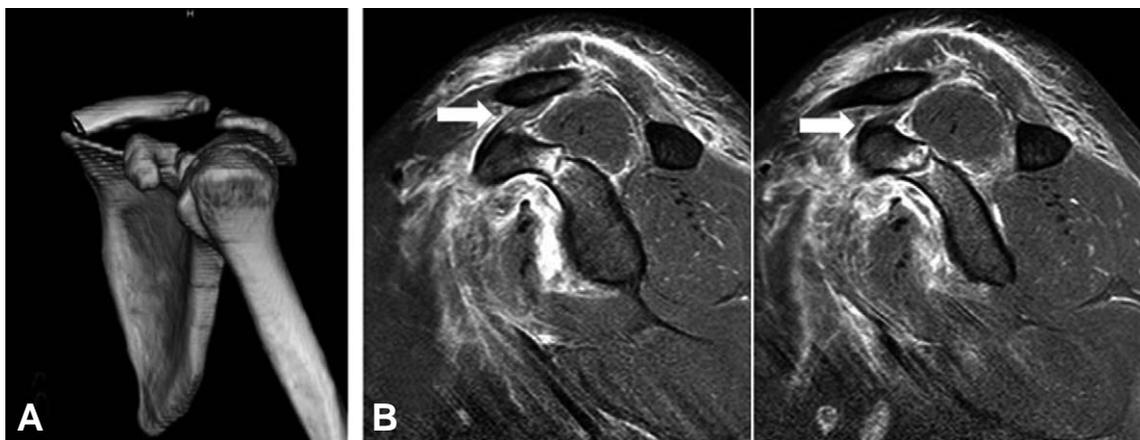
Three dimensional CT scan showing base fracture of coracoid process (A) and MRI showing intact coracoclavicular ligament (white arrow) and coracoid process fracture (B).
